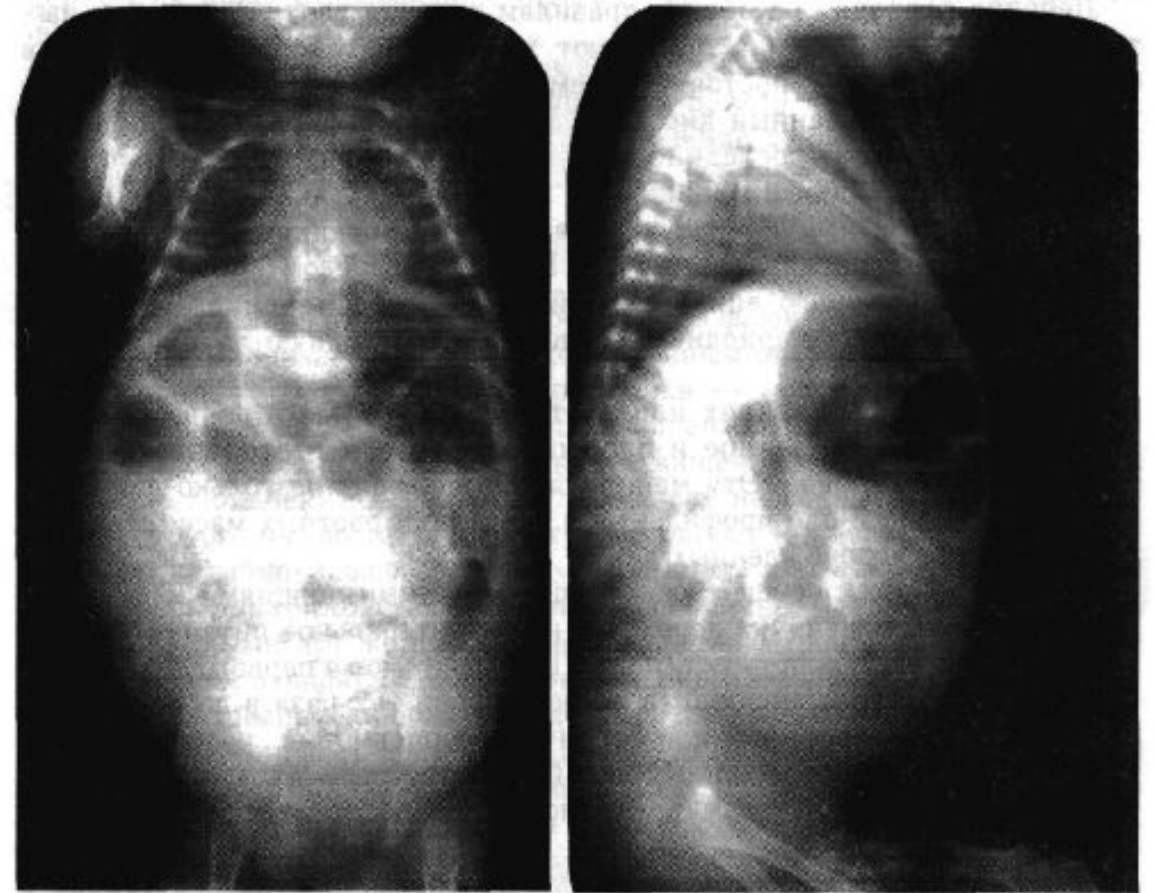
Рентгенограмма брюшной полости ребенка с первичным перитонитом.
